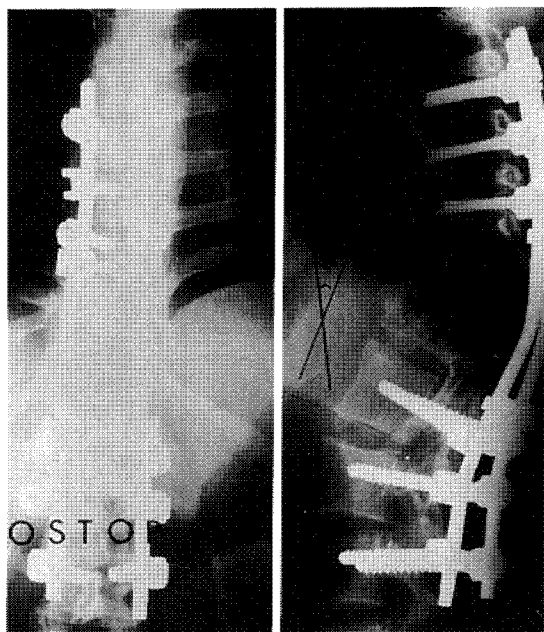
Postoperative radiographs reveal correction of deformity from 80° to 24° after our osteotomy and TSRH instrumentation.
